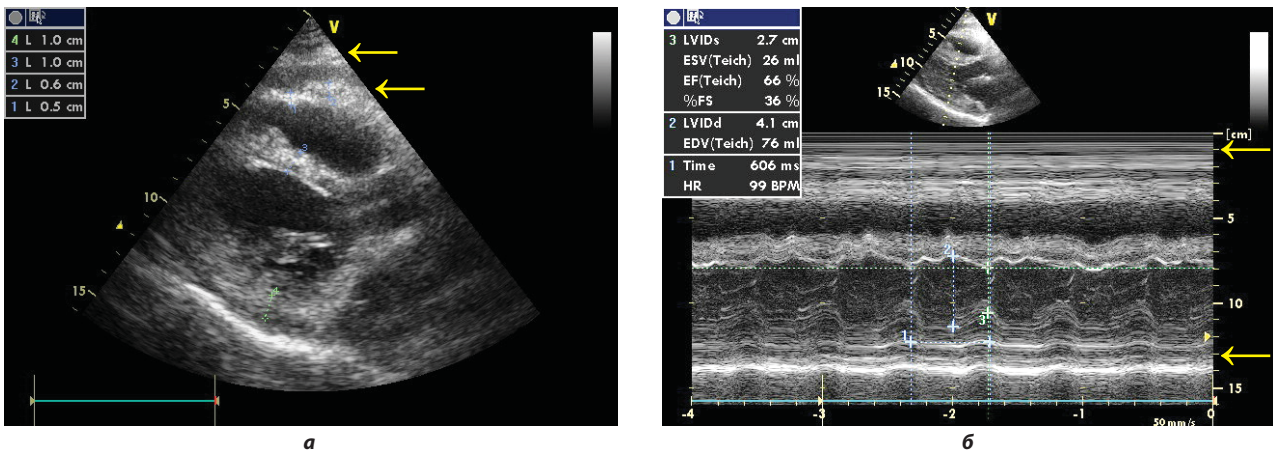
Эхокардиографические проявления изменений перикарда при констриктивном перикардите. а – позиция длинной оси ЛЖ. Утолщение висцерального и париетального листков перикарда (стрелки). б – М-режим через полости желудочков. Отчетливое утолщение листков с конкордантным параллельным их движением и наличием слоя между ними более низкой эхогенности. Трехслойная структура перикарда в данном случае определяется как у задней, так и у передней стенки (стрелки)
